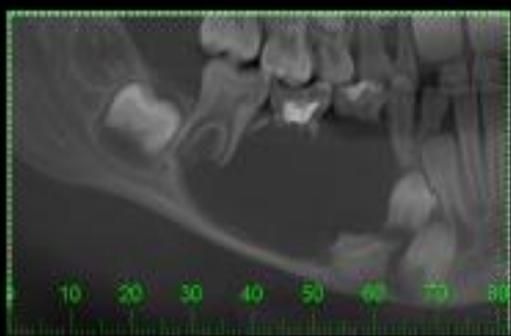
Radiografia panorâmica exibindo uma lesão radiolúcida localizada na região do 83 ao 46, e causando o deslocamento dos germes dentários correspondentes aos elementos 43, 44 e 45.
